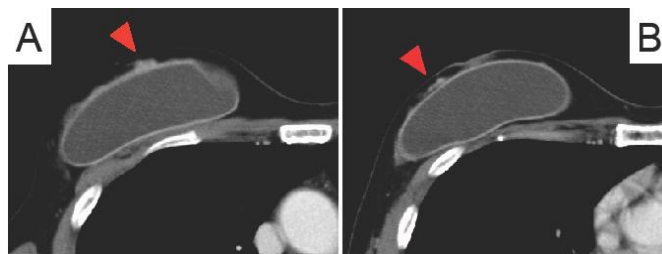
造影CT検査 A；右AC領域，B；右D領域
